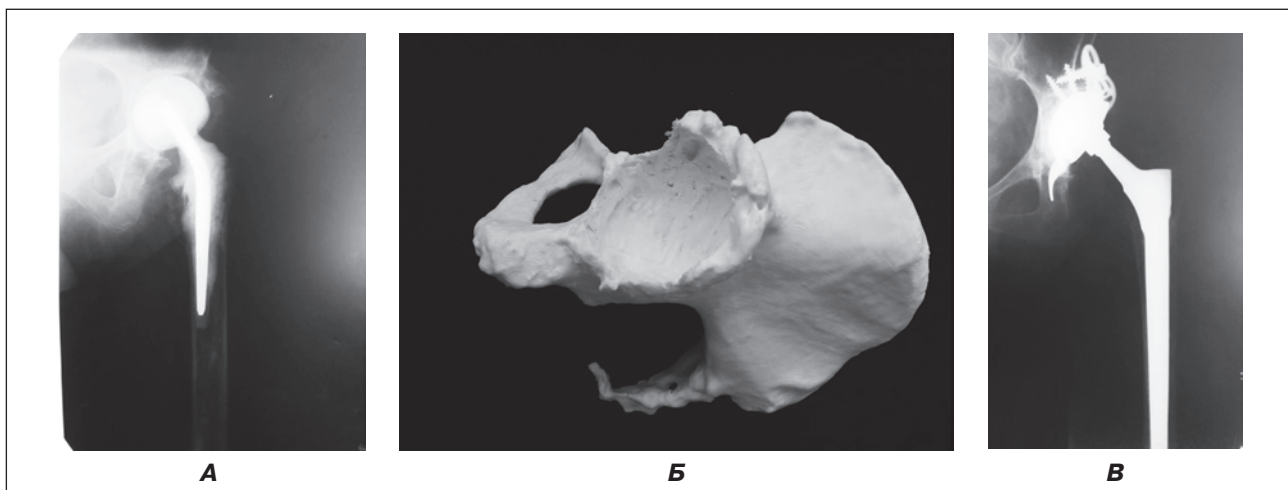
Рентгенограма лівого кульшового суглоба хворої В. із дефектами головки та шийки лівої стегнової кістки станом після ФНЕ лівого кульшового суглоба та установки спейсера (А); пластиковий прототип кульшової западини: виявлено дефекти ІІВ за W.G. Paprosky [9] (Б); рентгенографія після оперативного втручання: видалення спейсера, ревізійне ендопротезування лівого кульшового суглоба протезом Zimmer Burchnaimer dual/Wagner. Кісткова алопластика дефектів западини та проксимального відділу стегнової кістки (В)
